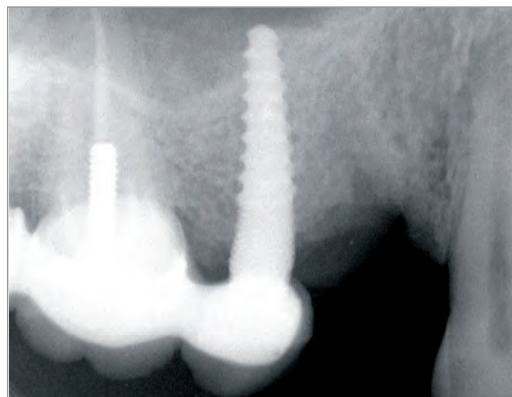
Röntgenologische Ausgangssituation: Einzelzahn-Lücke 14 nach Wurzelfraktur.
